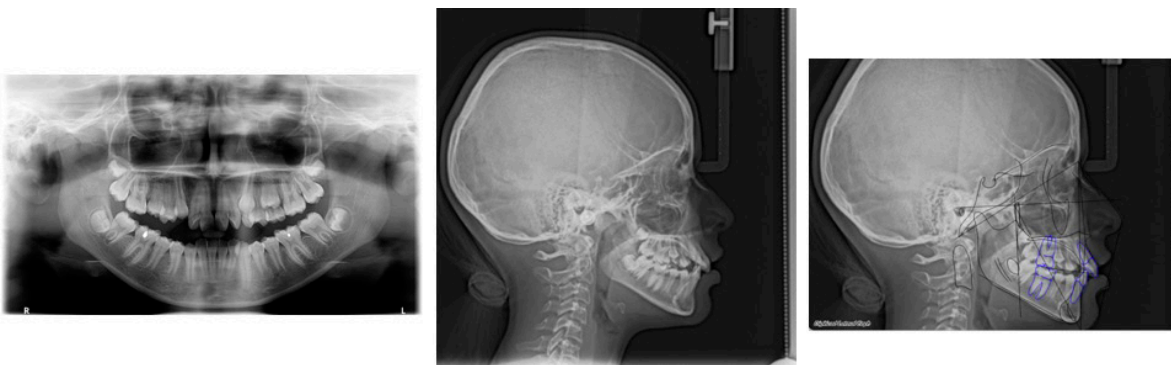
Ortopantomografía, lateral de cráneo y trazado cefalométrico inicial.
